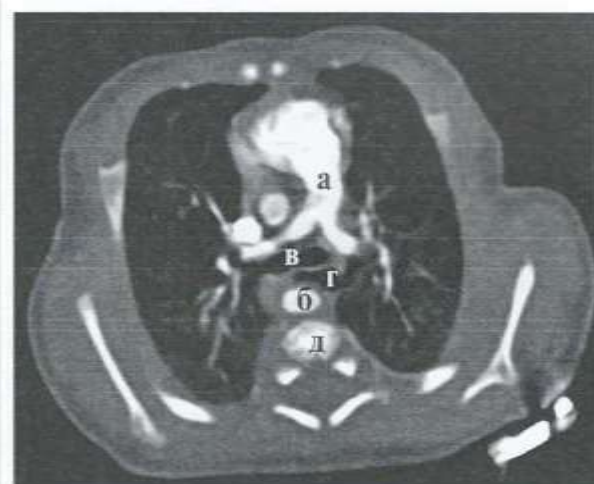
МСКТ органов грудной полости. Аксиальная плоскость.
